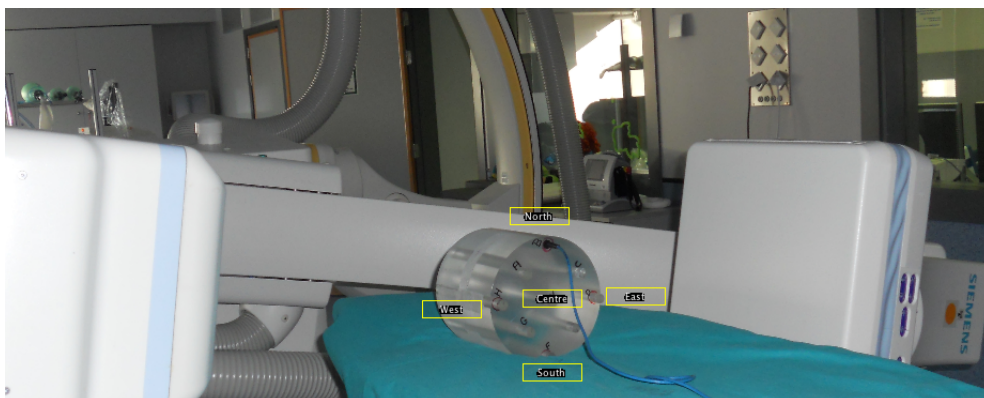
Maniqué de cabeza Radcal 20CT6 con el alojamiento central en el isocentro para medir dosis en el centro, y los cuatro alojamientos a 1 cm de la superficie para medir dosis periféricas en los cuatro puntos cardinales.
